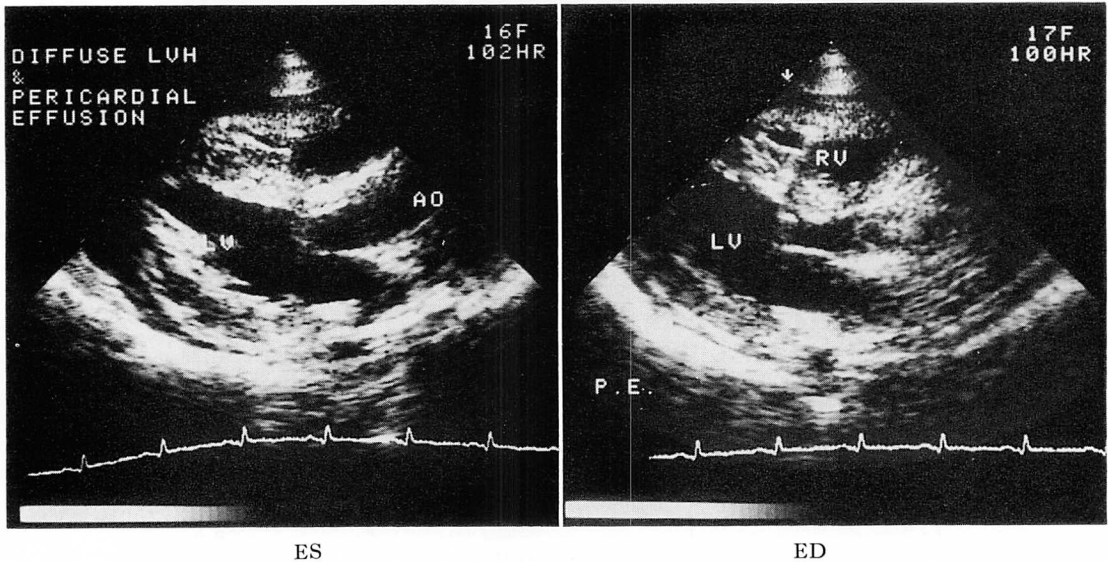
Echocardiograms of Case 2 on admission.
